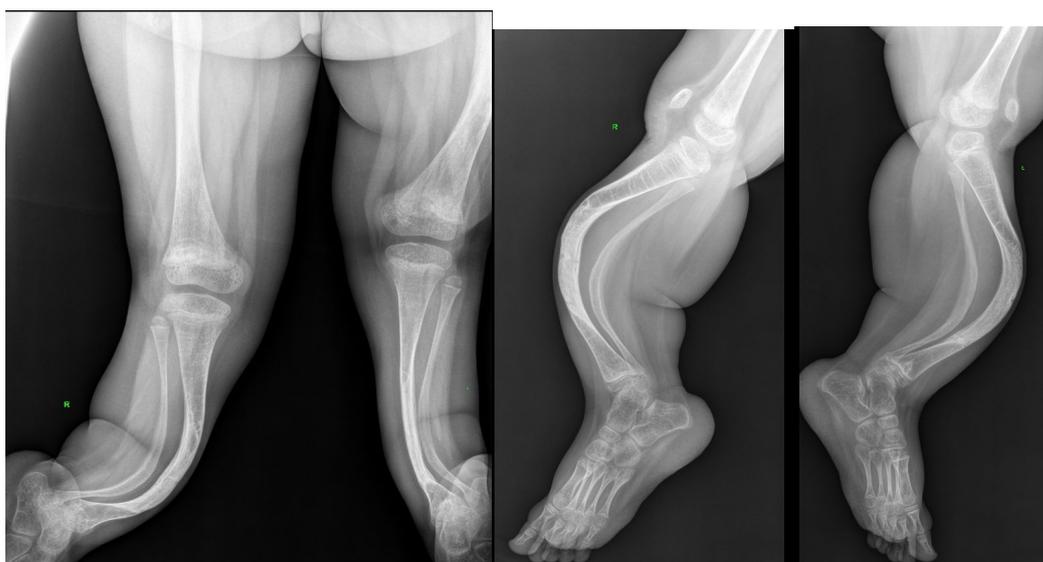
Рентгенограммы костей голени пациента Д., демонстрирующие вальгусную и антекурвационную деформации
